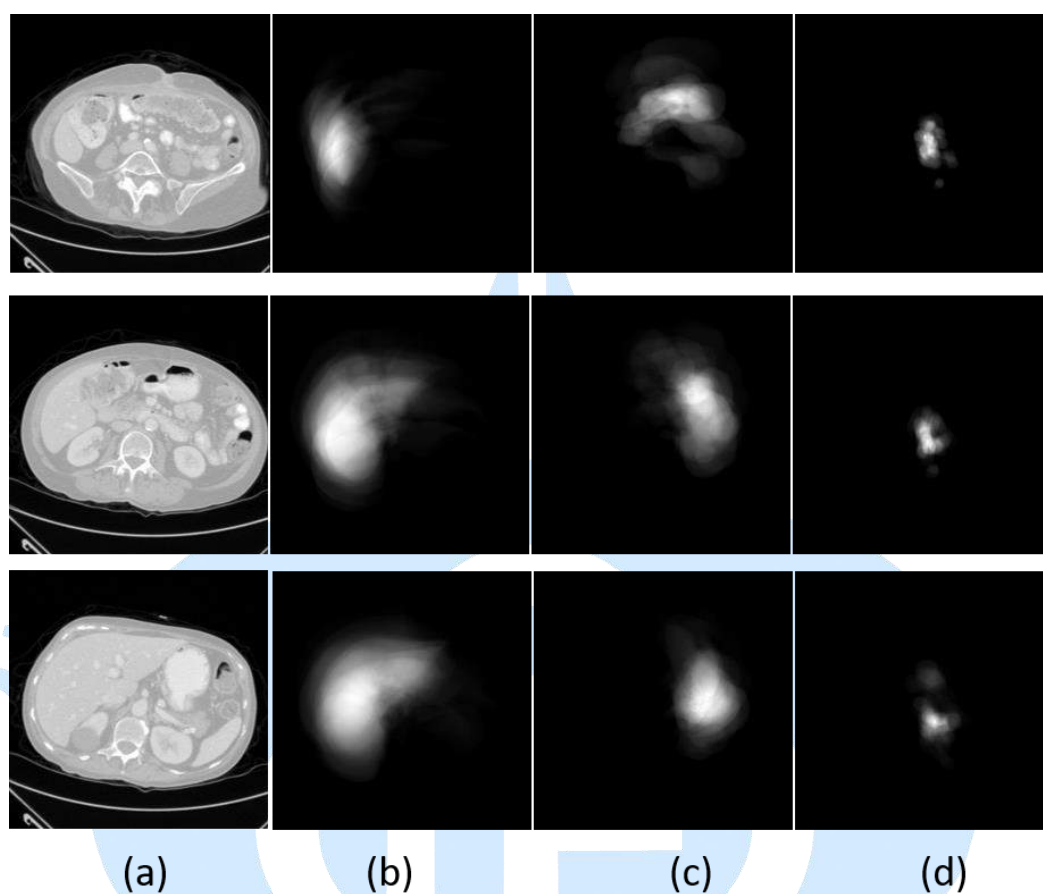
透過訓練標籤的分群及正則化所預先產生之先驗知識。(a)為輸入之 CT 掃描影像。(b)-(d)則分別代表了肝臟、胃部以及主動脈的先驗知識
